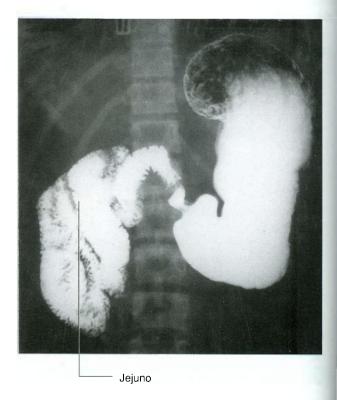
Má rotação do intestino delgado. Radiografia do estômago, duodeno e jejuno, usando bário.
